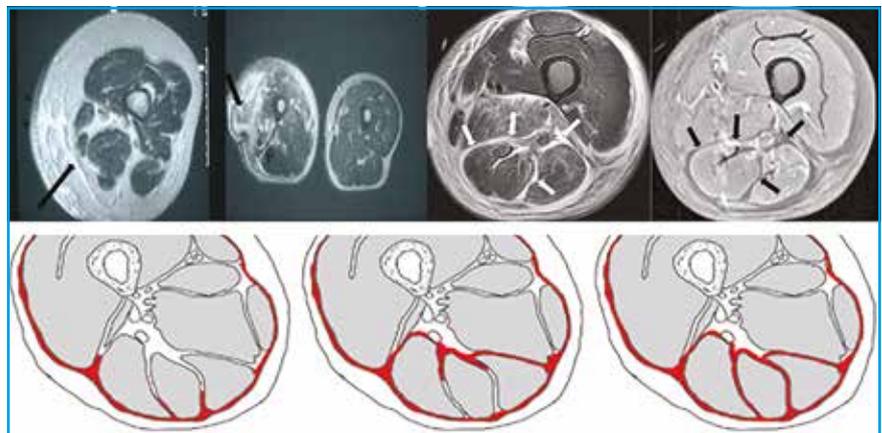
Aspects IRM d'une DHBN-FN. D'après RAHMOUNI A et al. *Radiology*, 1994;192:493-496. KIM KT et al. *Radiology*, 2011;259:816-824.
